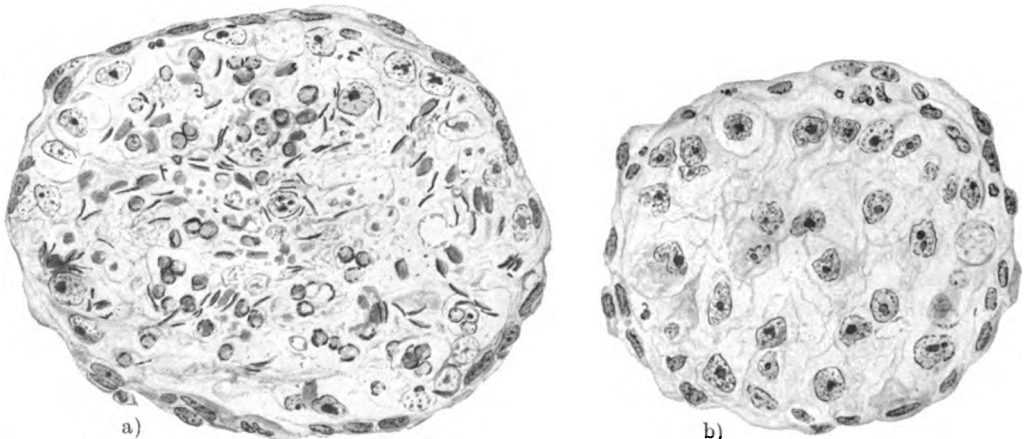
Schwerste Röntgenatrophie mit gleichzeitiger Kolliquationsnekrose aus einem einmal mit 50 H.E.D. bestrahlten Kaninchenhoden (Prot. Nr. 33, l.). Haematox. Eosin, Zeiß, OK. 5 ×, Ap. 90. Bei a) noch Reste desquamierter Spermidenmassen mit Wandhyperchromatose, bei b) auch diese verschwunden. Die Sertolikerne scheinbar wie durcheinander geworfen im Lumen verstreut.
